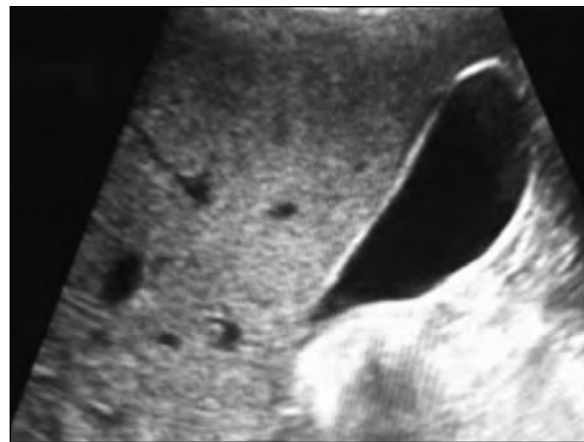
е. УЗИ-картина через 14 месяцев лечения. Полость ЖП гомогенна, конкременты не определяются.
